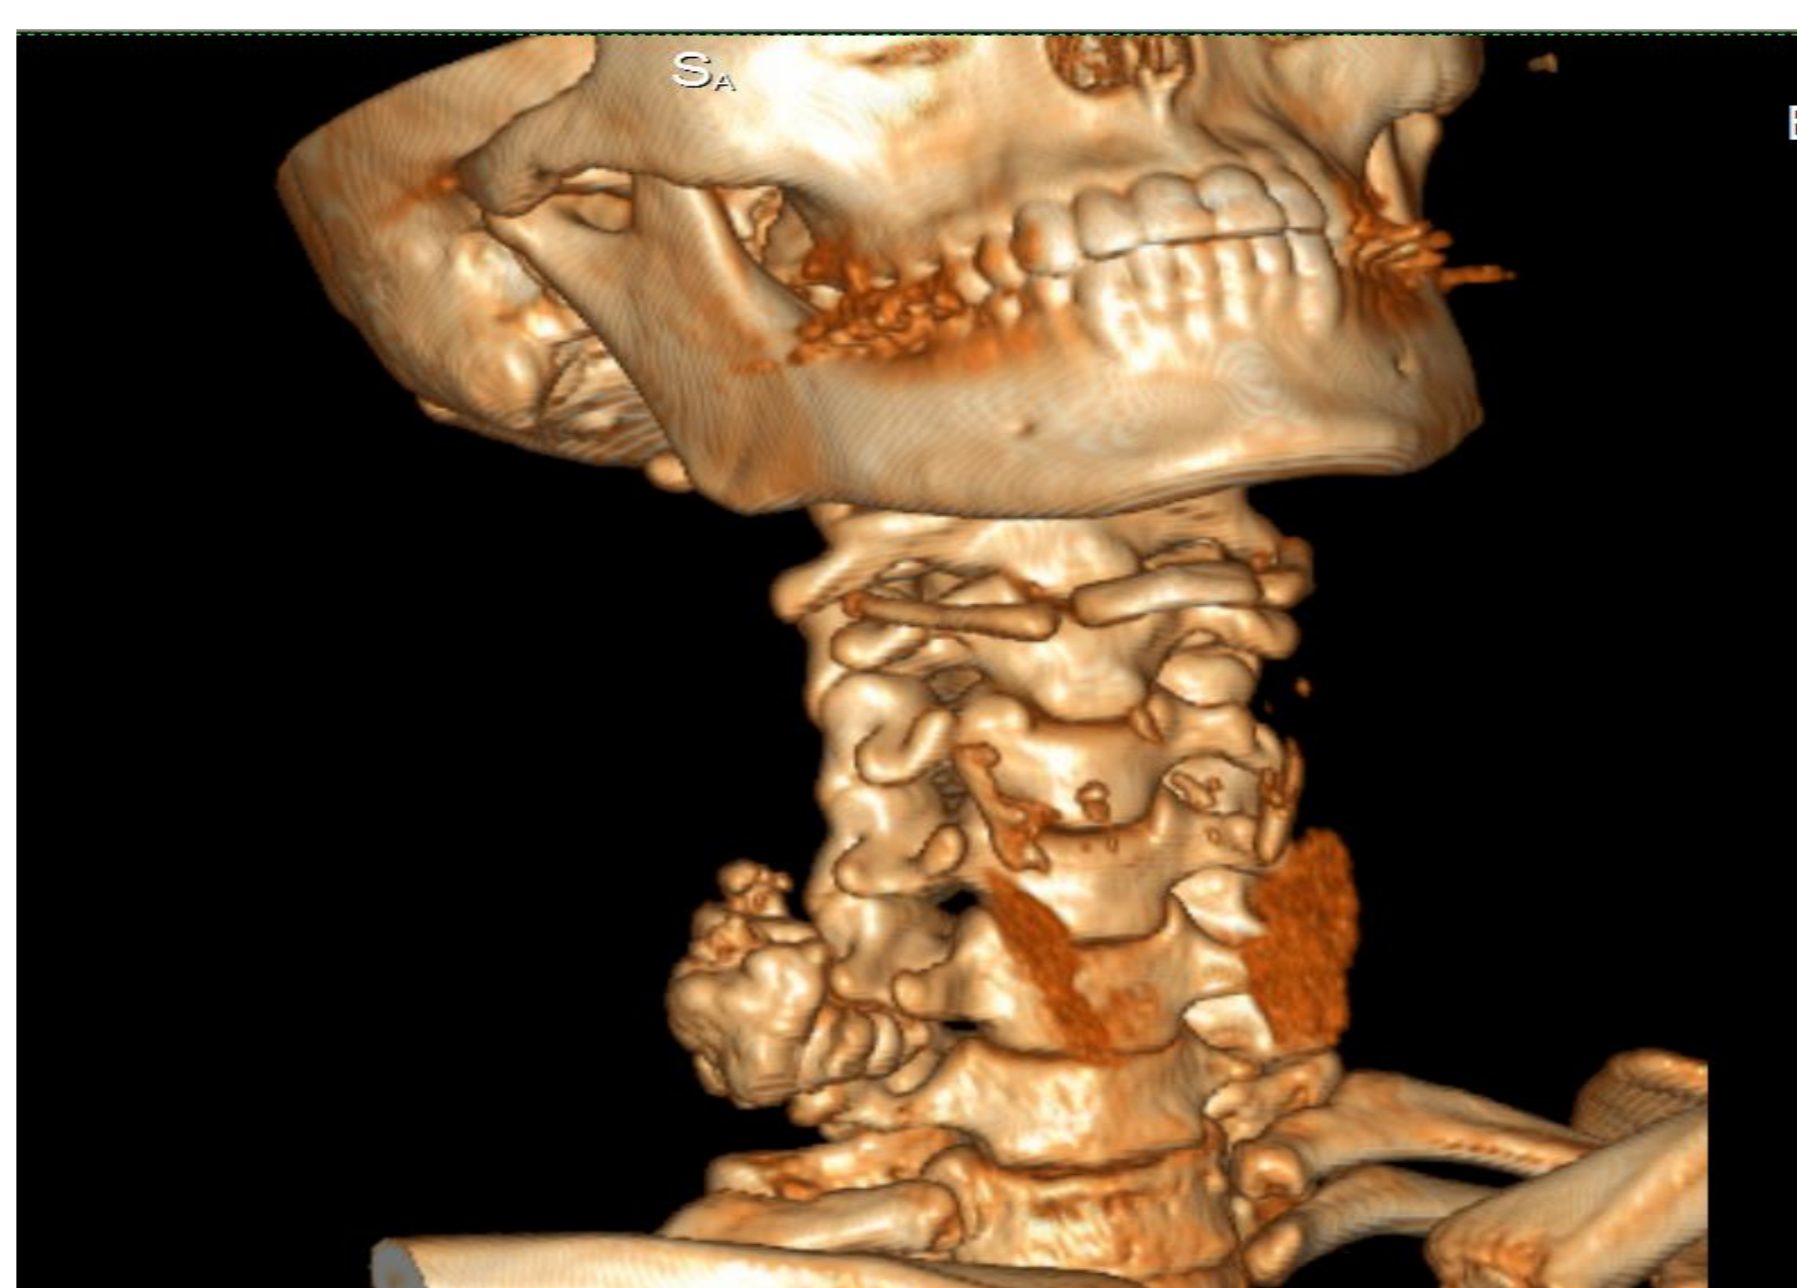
TAC de columna cervical.(Reconstrucción ósea).
